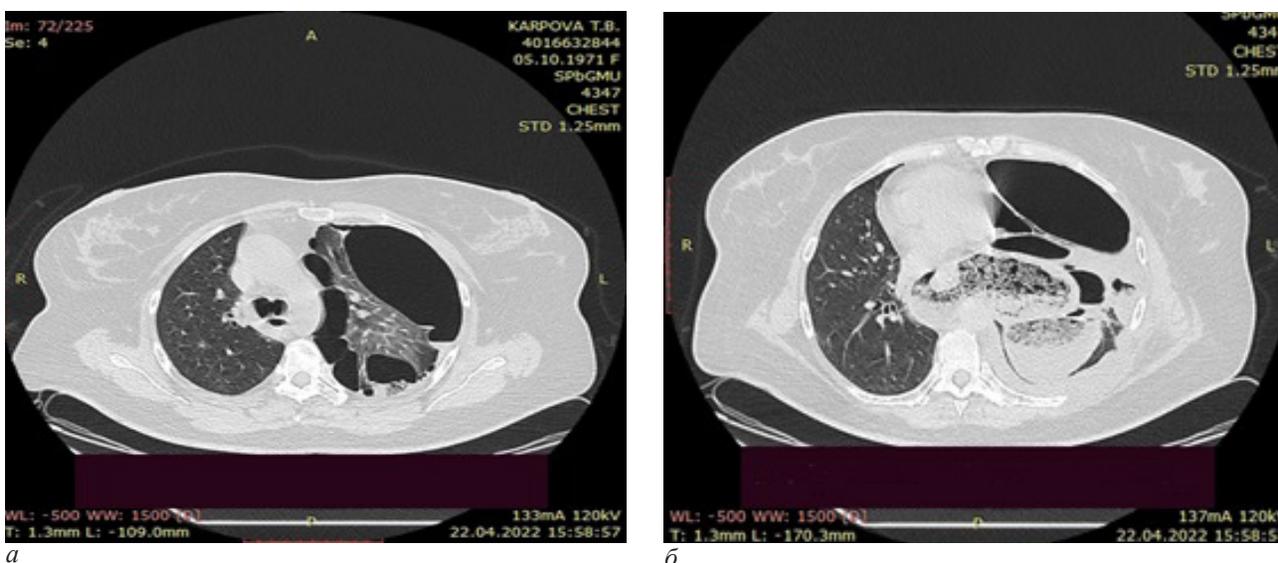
Данные КТ груди больной К. (а, б) с признаками левостороннего гидроневмоторакса и расширением фундопликационной манжеты
